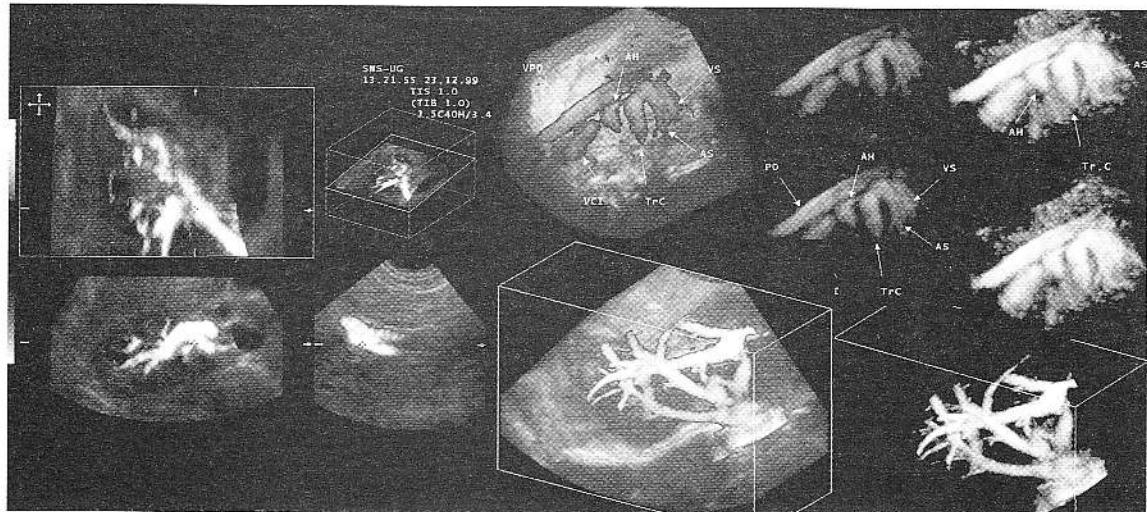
Ilustrarea diverselor moduri în care poate fi reprezentată imaginea ecografică obținută cu un ecograf performant.
